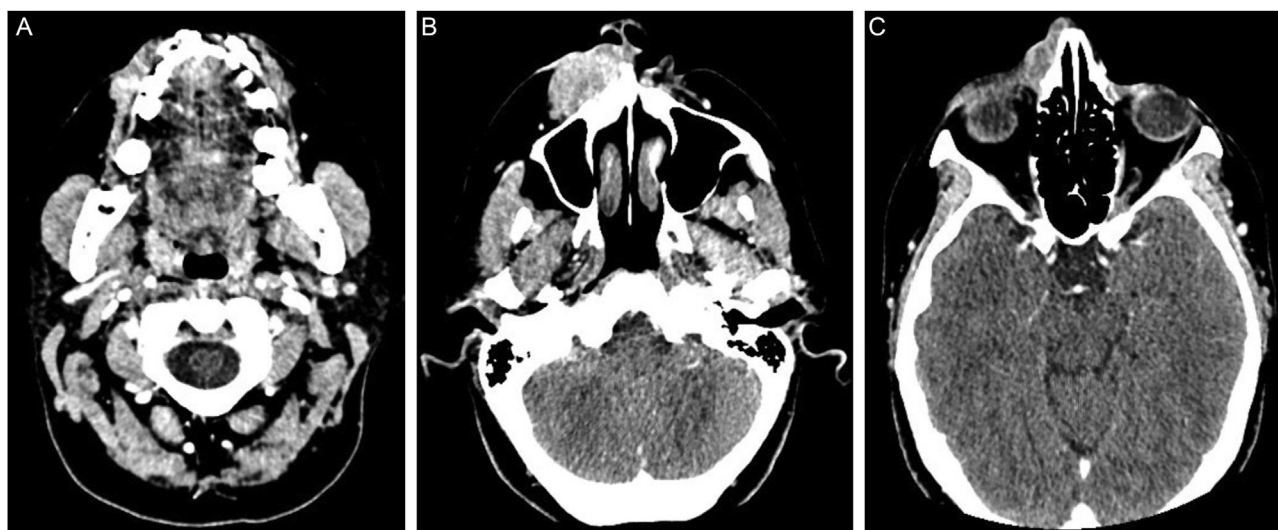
(A) Tomografia computadorizada da face e do pescoço: proximidade da neoplasia à raiz dentária do canino superior direito. (B) Tomografia computadorizada da face e do pescoço: lesão expansiva sólida com ampla ulceração superficial, estendendo-se pela asa nasal e região maxilar direita, medindo 3,6 × 1,9 × 4,5 cm. (C) Tomografia computadorizada da face e do pescoço: destruição óssea nasal e extensão superior, próxima à órbita direita. O tumor apresenta realce intenso e heterogêneo ao meio de contraste
